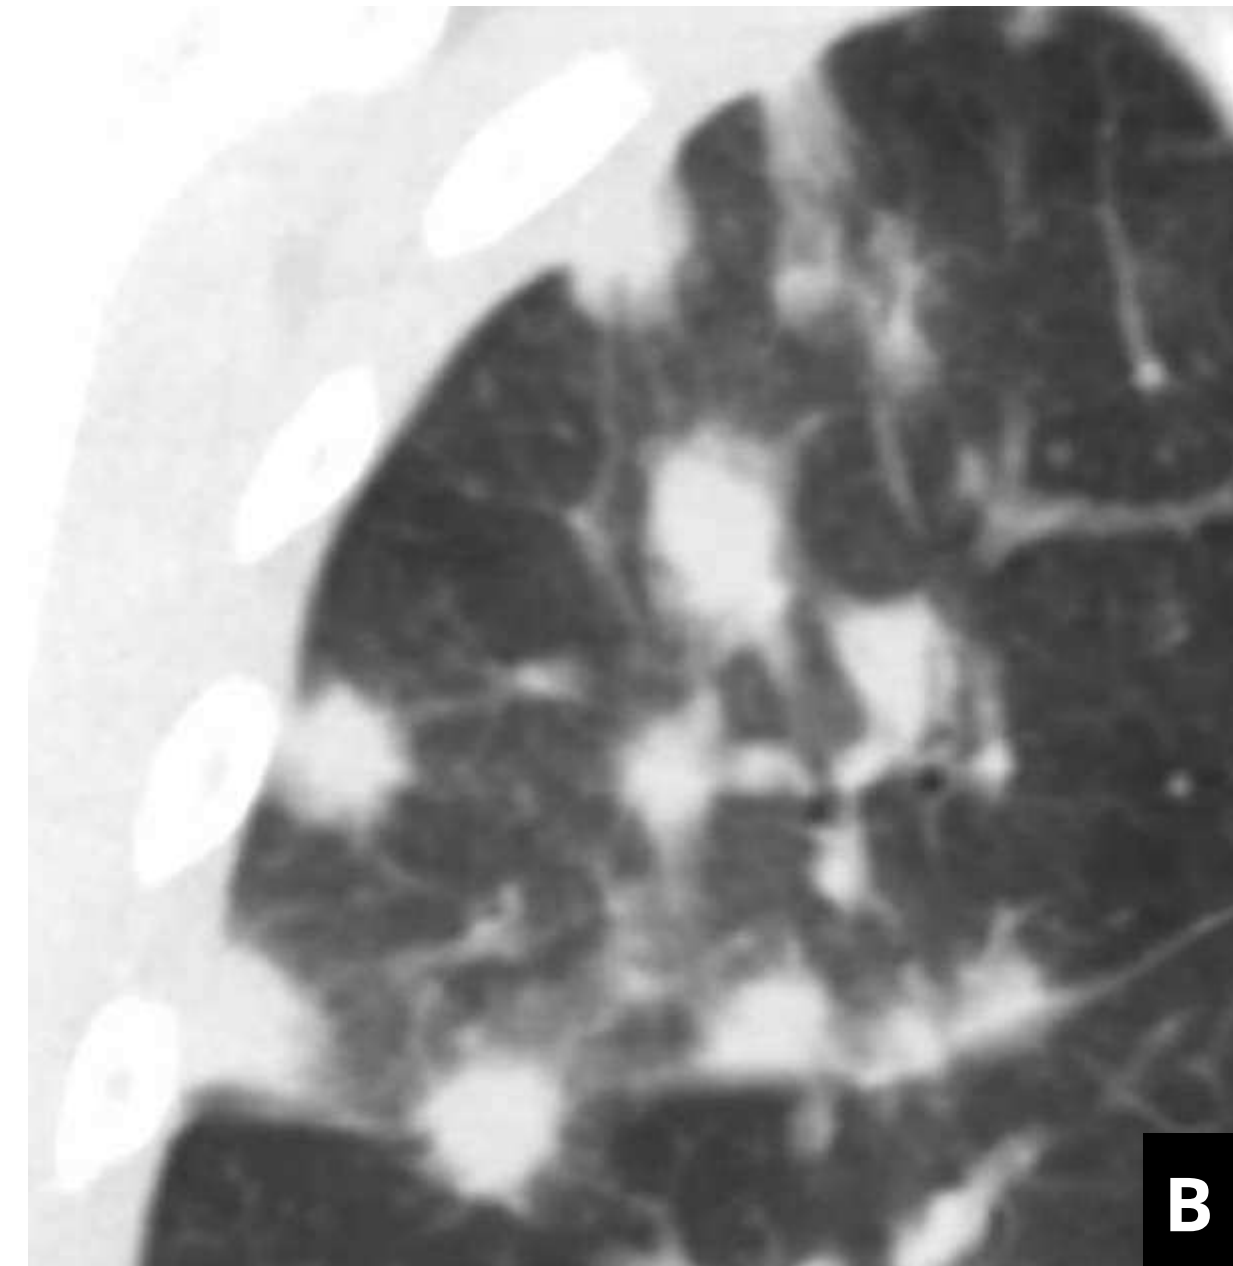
Imagen de TC de un paciente en la que se observa un nódulo pulmonar cavitado que contacta con la superficie pleural, rodeado por un halo en vidrio deslustrado, y hacia el que llega una estructura vascular (flecha roja). Émbolos sépticos por Staphylococcus aureus.
